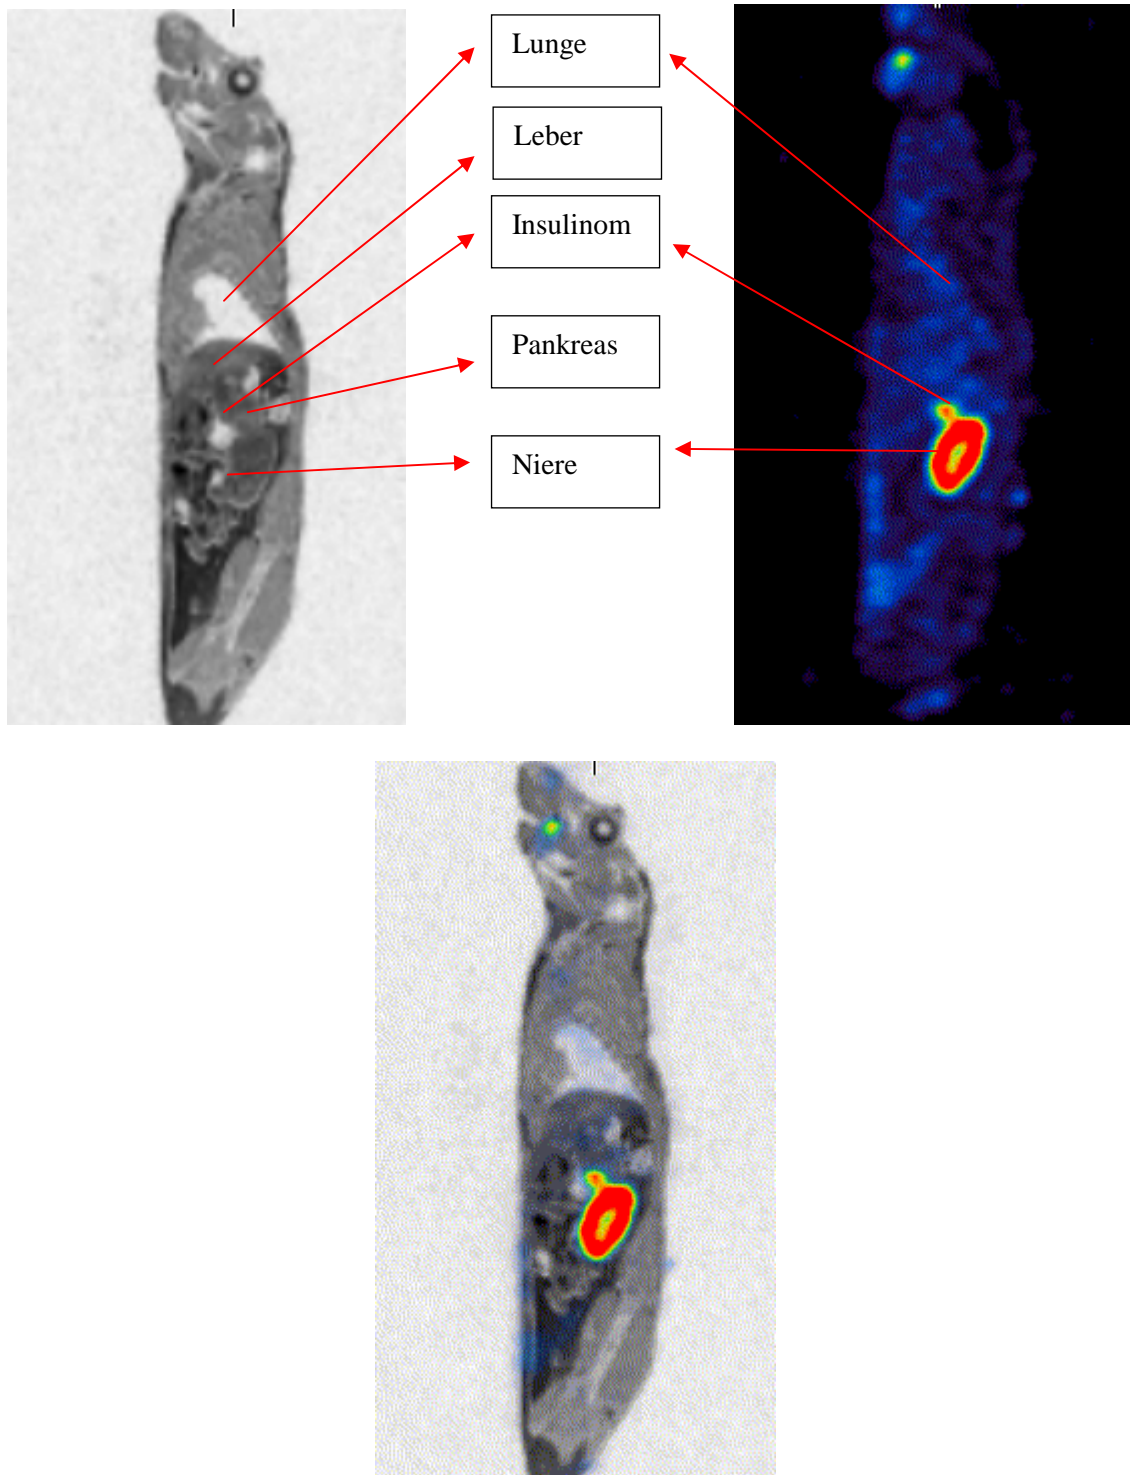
Sagittale Schnittführungen von MRT, SPECT, Fusion (t= 4h)
